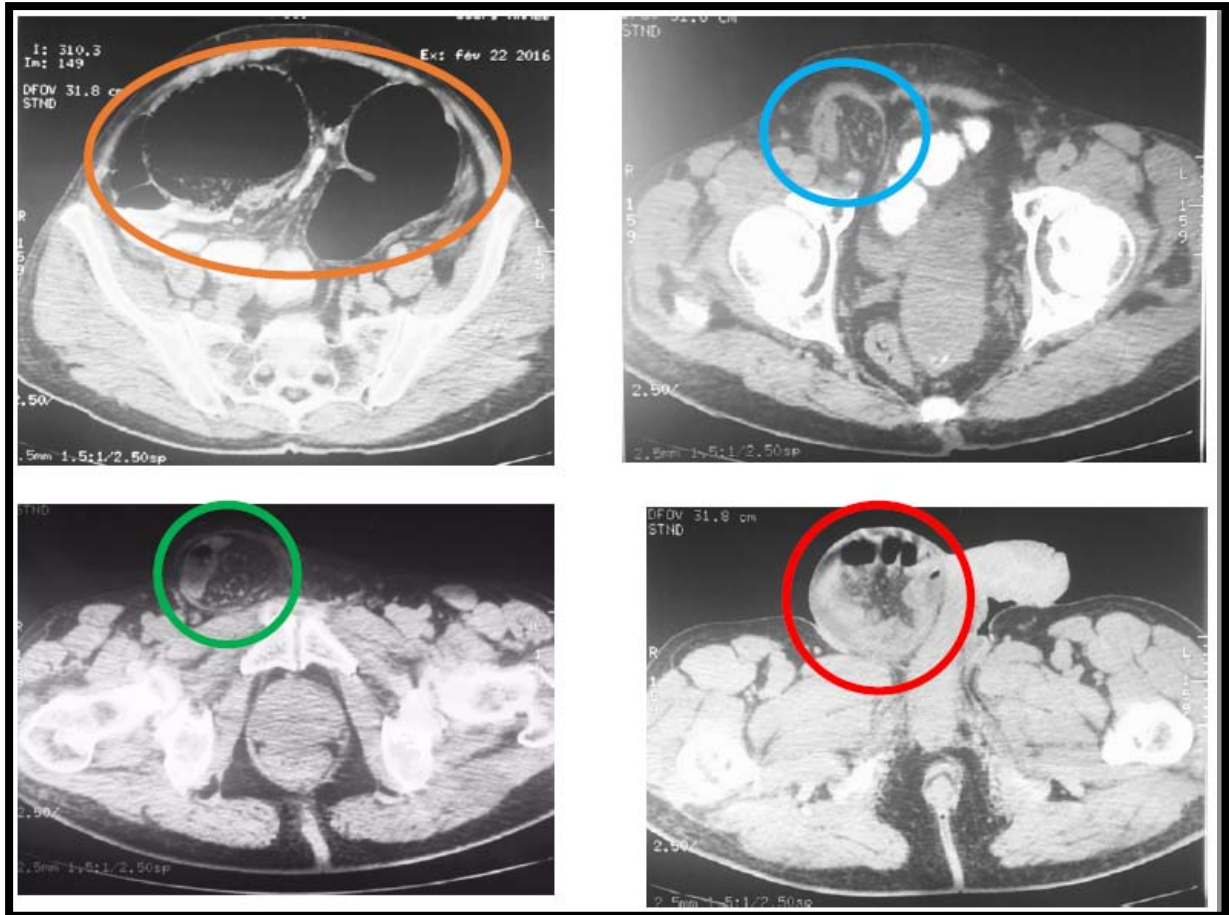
Coupes axiales TDM C+ : occlusion colique sur hernie inguinale étranglée, notez la distension hydro-aérique d'amont 92 mm (○), la déhiscence de la paroi abdominale en regard de l'orifice inguinale droit (○), avec issue à travers l'orifice d'une anse colique(○), notez l'aspect très épaissie de sa paroi, avec épanchement et bulles gazeuses (○).
